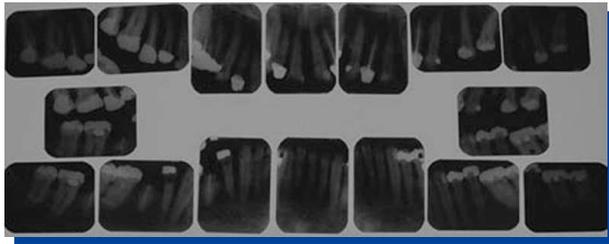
Primera serie radiográfica periapical.
